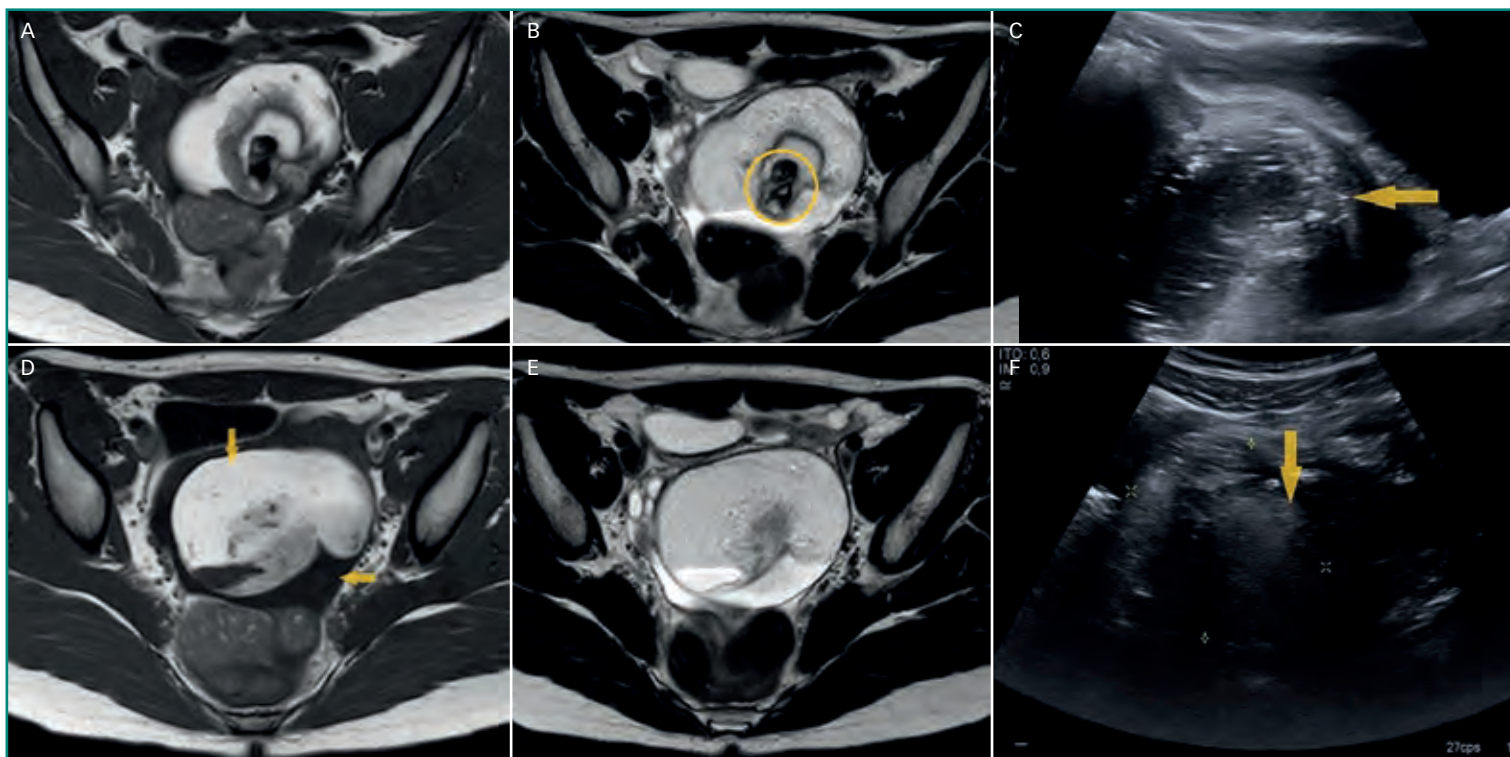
Teratoma quístico maduro. Imágenes de RM potenciadas en T1 (A y D) y T2 (B y E) muestran contenido graso (flecha vertical en D), líquido y óseo (*círculo*). Lesión quística compleja en ecografía (C y F) con múltiples líneas hiperecogénicas (foliculos pilosos, flecha horizontal) y un nódulo sólido característico compuesto por material sebáceo, foliculos pilosos y hueso: nódulo de Rokitansky (flecha vertical en F).
